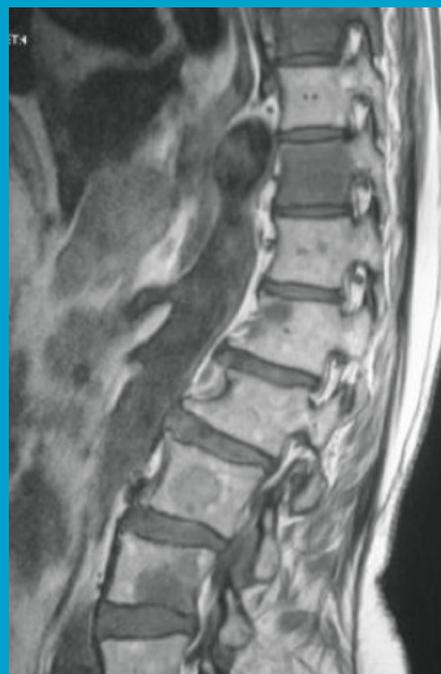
Exemple de métastases osseuses vues à l'IRM. (Source : www.jim.fr)
